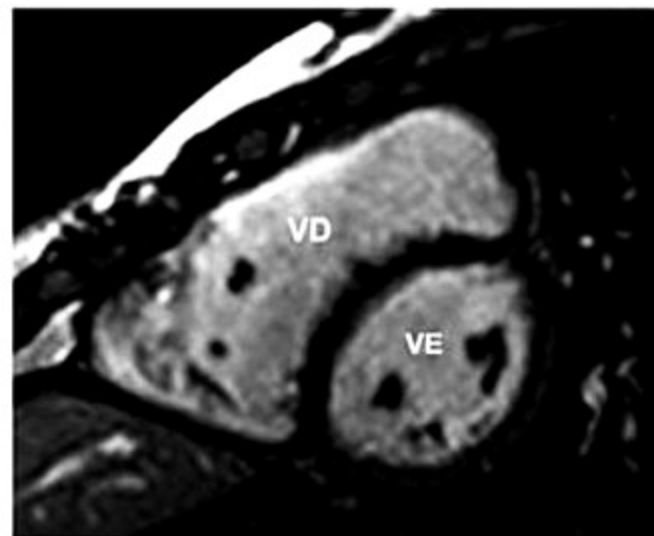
Ressonância magnética do coração de um paciente com insuficiência pulmonar grave, no pós-operatório tardio de correção da tetralogia de Fallot. Observa-se importante dilatação do VD. VD: ventrículo direito; VE: ventrículo esquerdo.
